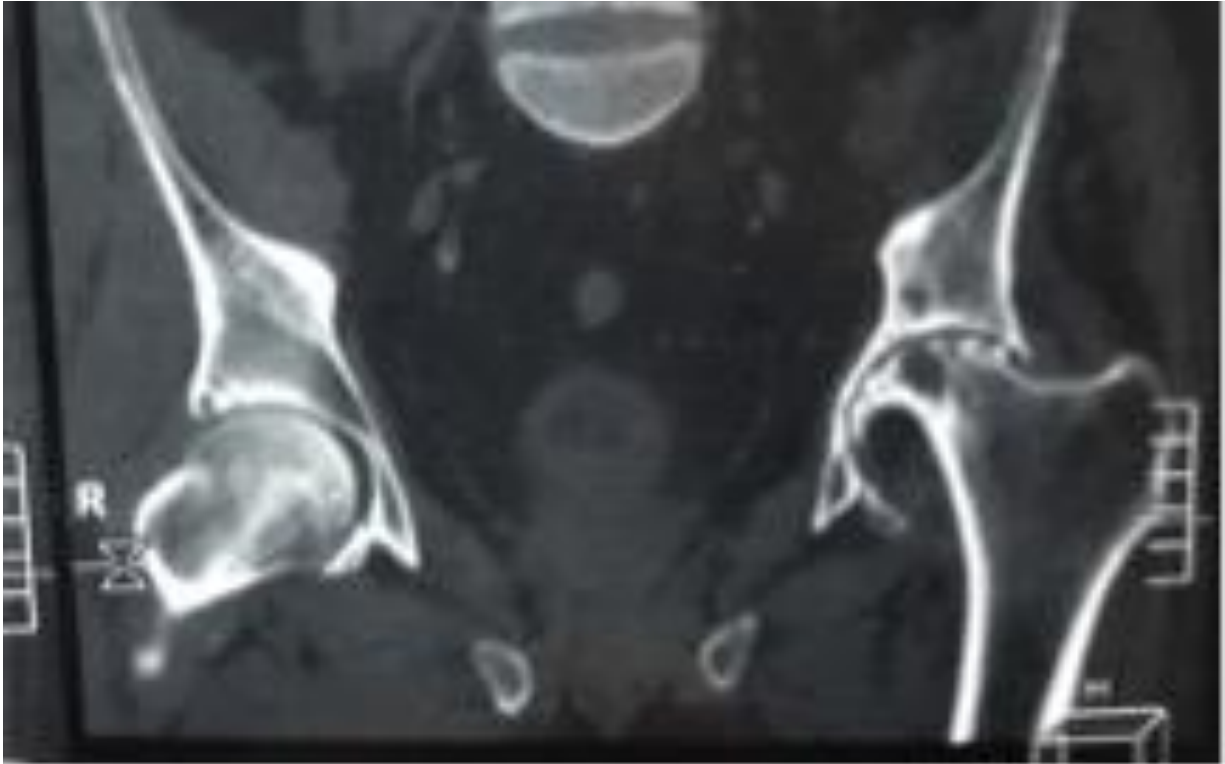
Компьютерная томограмма костей таза с тазобедренными суставами пациента до операции
